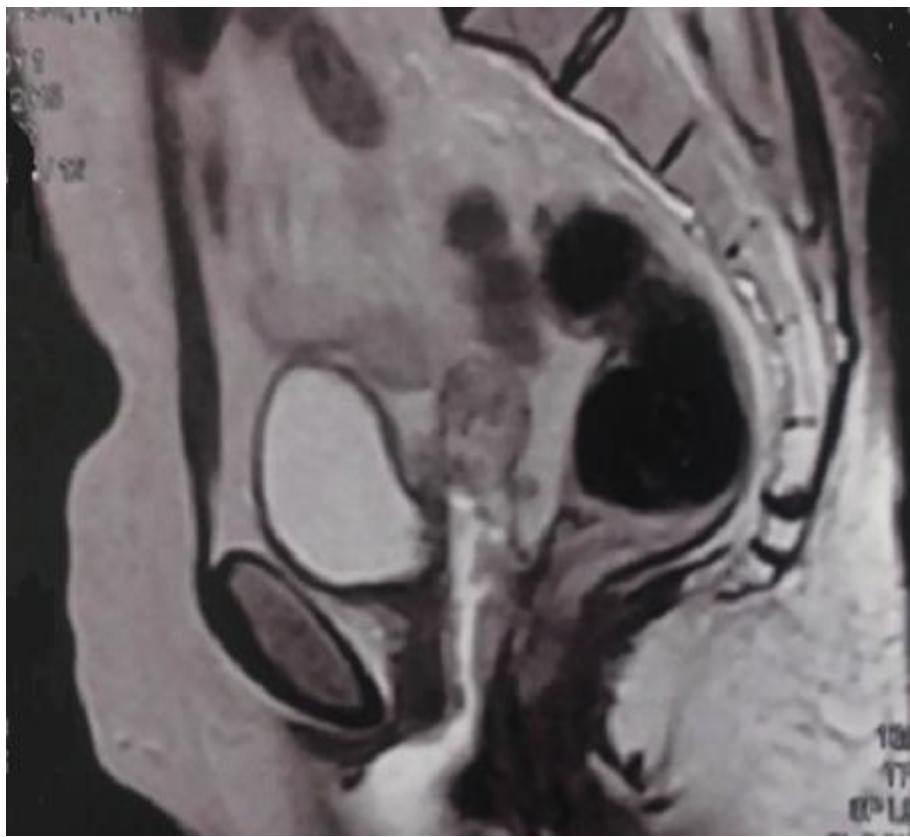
IRM, en séquence T2, montrant une fistule vésico-vaginale avec épaississement de la paroi vésicale postérieure en regard
